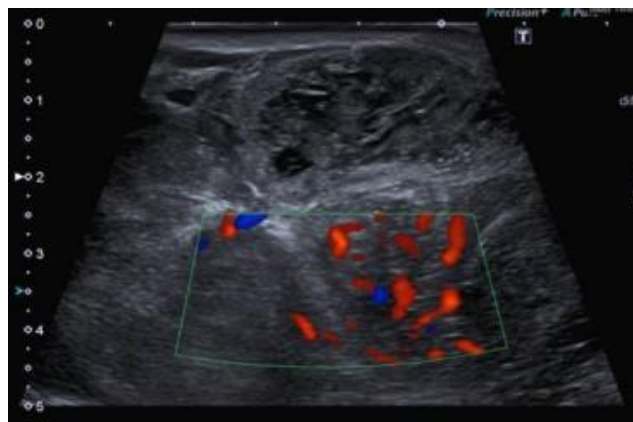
Ecografía de partes blandas de miembro superior izquierdo. Se observa una lesión sólida, muy heterogénea y con aumento de la vascularización en estudio Doppler-color.
